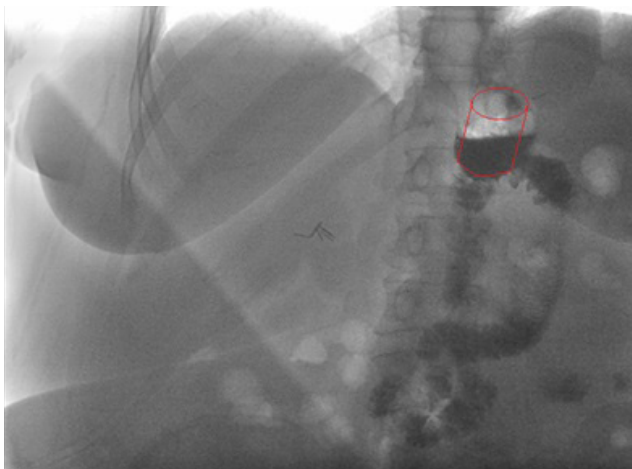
Рентгеноскопия. Больная И., 2-я группа
